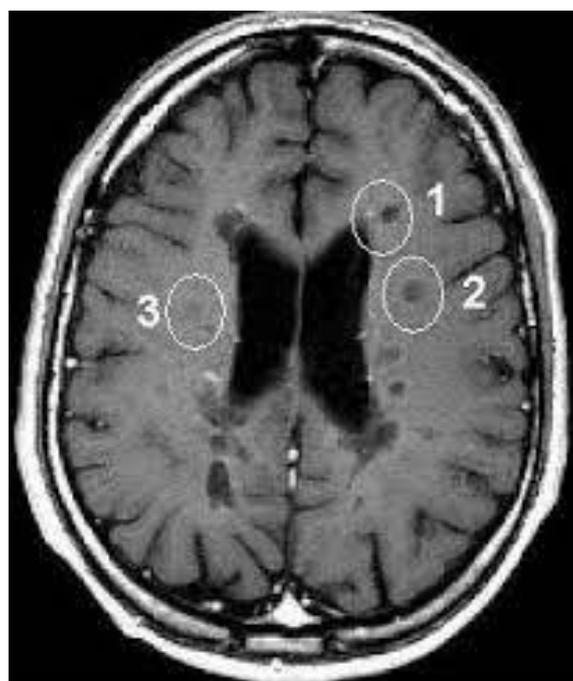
Aspect IRM- T1W des lésions de SEP [63]
